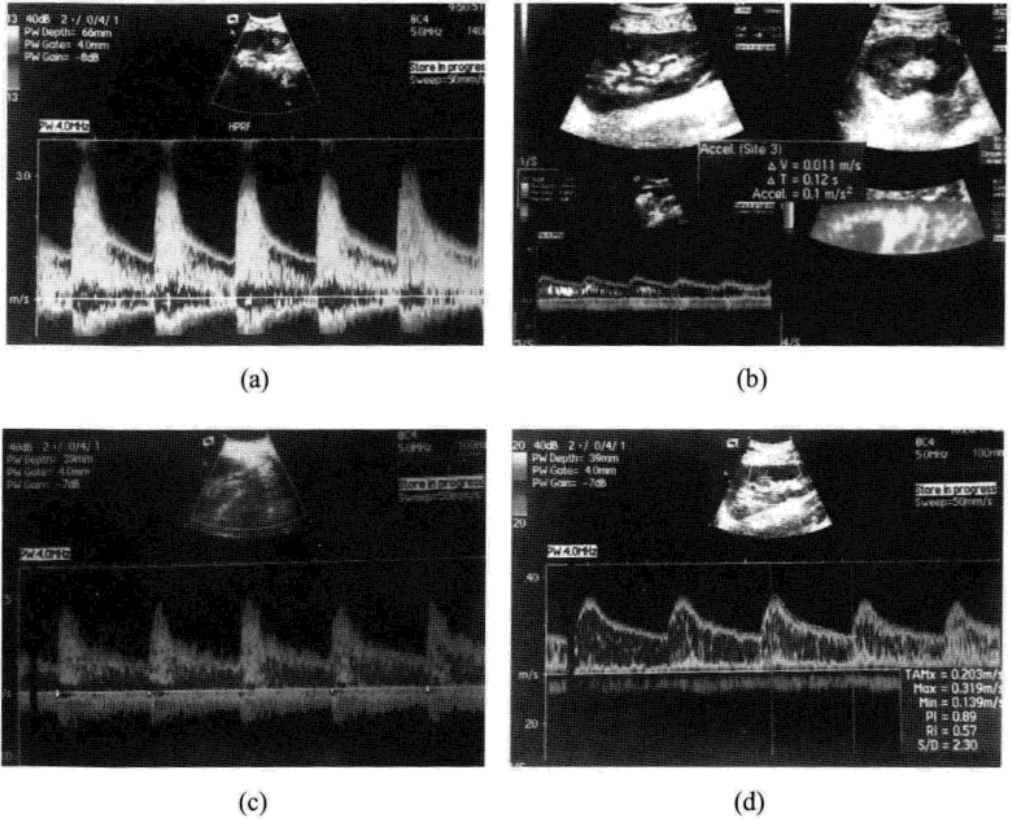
移植肾动脉狭窄。多普勒超声在血管成形术之前(a和b)和之后(c和d)的图像。(a)测量肾外动脉的诊断标准是：收缩期峰速($>3\text{m/s}$)和频谱增宽。(b)测量肾内动脉的诊断标准是：波形低平，加速时间延长(0.12s)。在能量多普勒中显示正常的灰阶图像和灌注存在。血管成形术后(c和d)，肾外动脉的频谱多普勒图像(c)和肾内动脉的波型(d)恢复正常。
